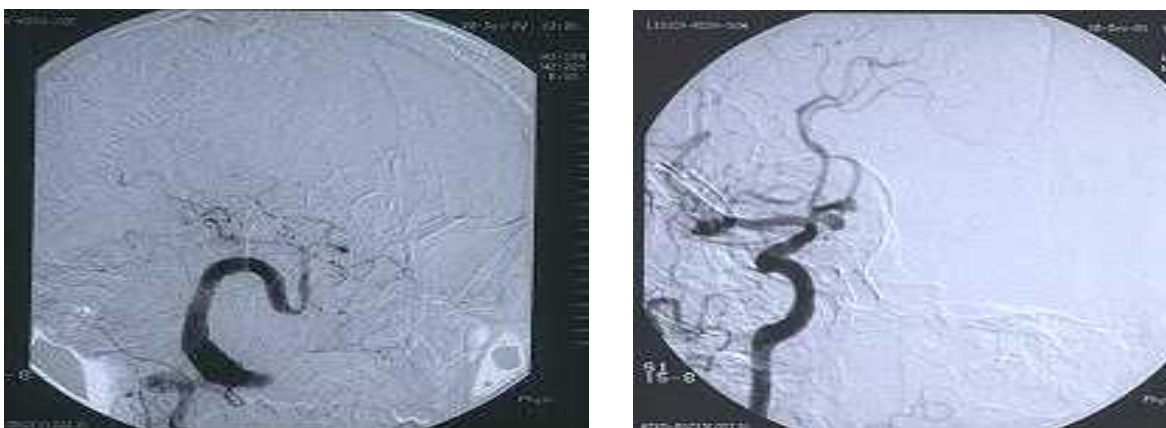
MRI i angiografija krvnih suda glave u dijagnostici ICV-a; A – MRI mozga, B i C – angiografija mozga sa promjenama u krvnom sudu mozga (preuzeto: <http://stroke.ahajournals.org/content/28/6/1211/F2.large.jpg>)
